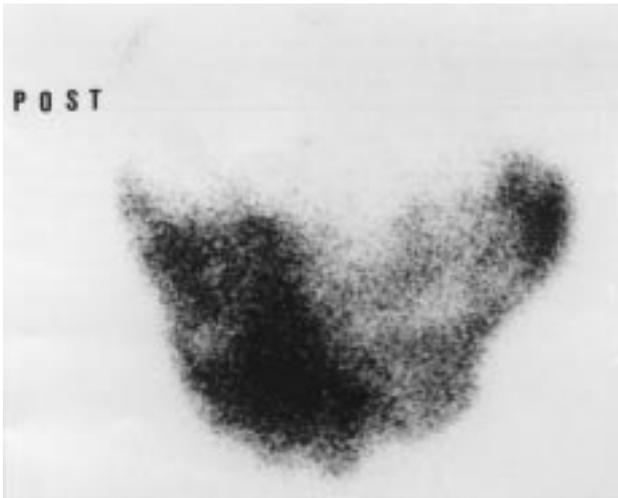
Escintigrafía normal.
